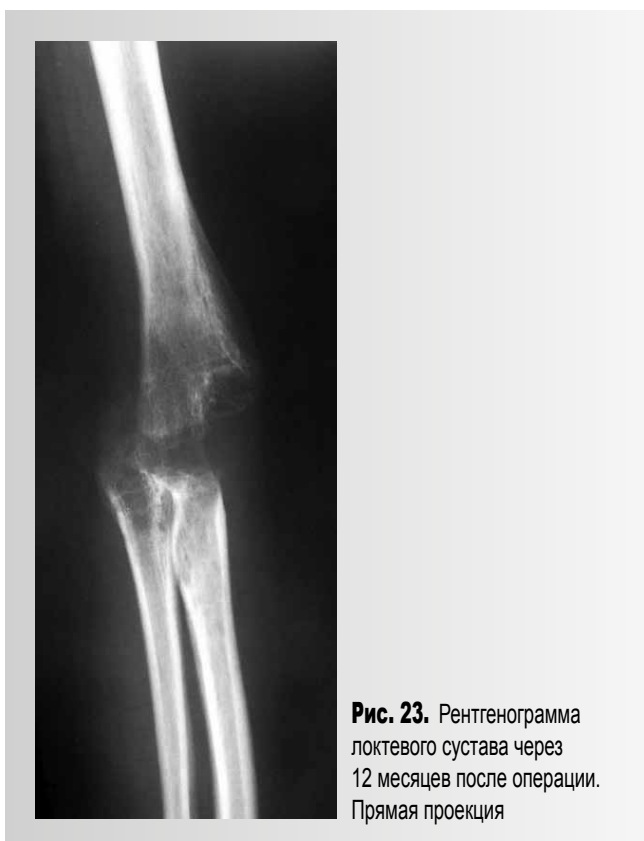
Рентгенограмма локтевого сустава через 12 месяцев после операции. Прямая проекция
